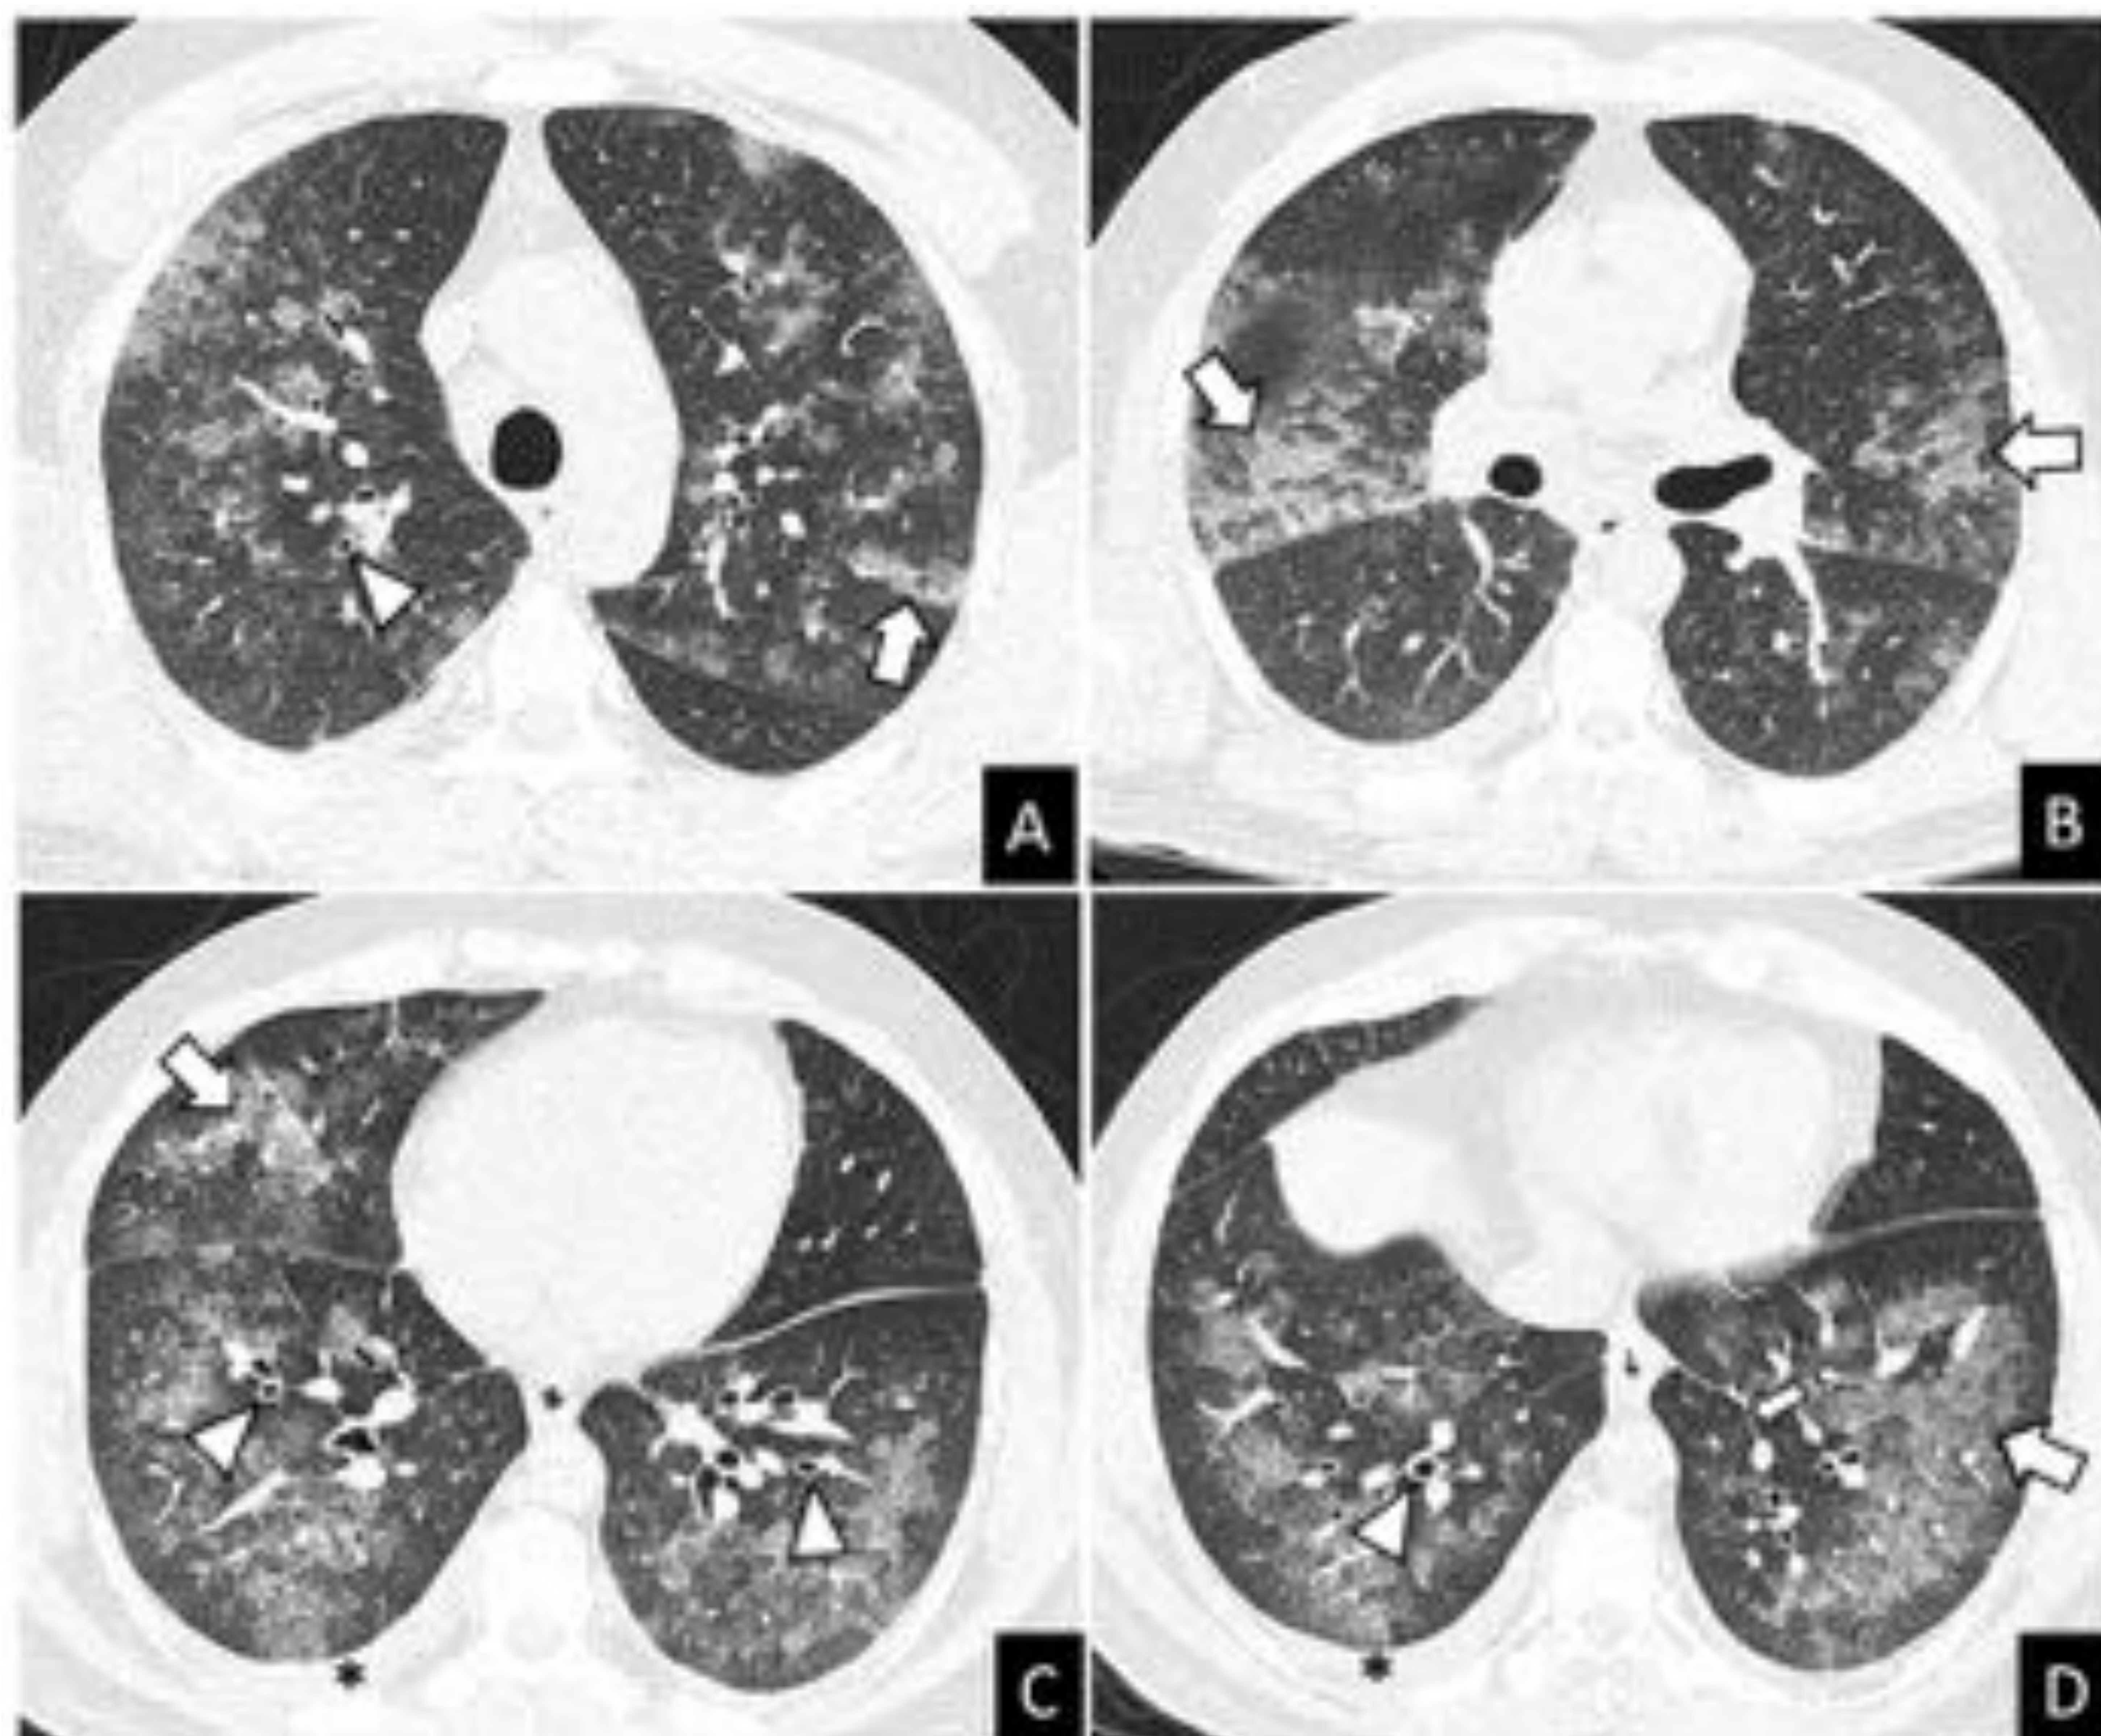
(A-D) TC de tórax sin contraste. Cortes axiales. Ventana de parénquima pulmonar (Br 64)
